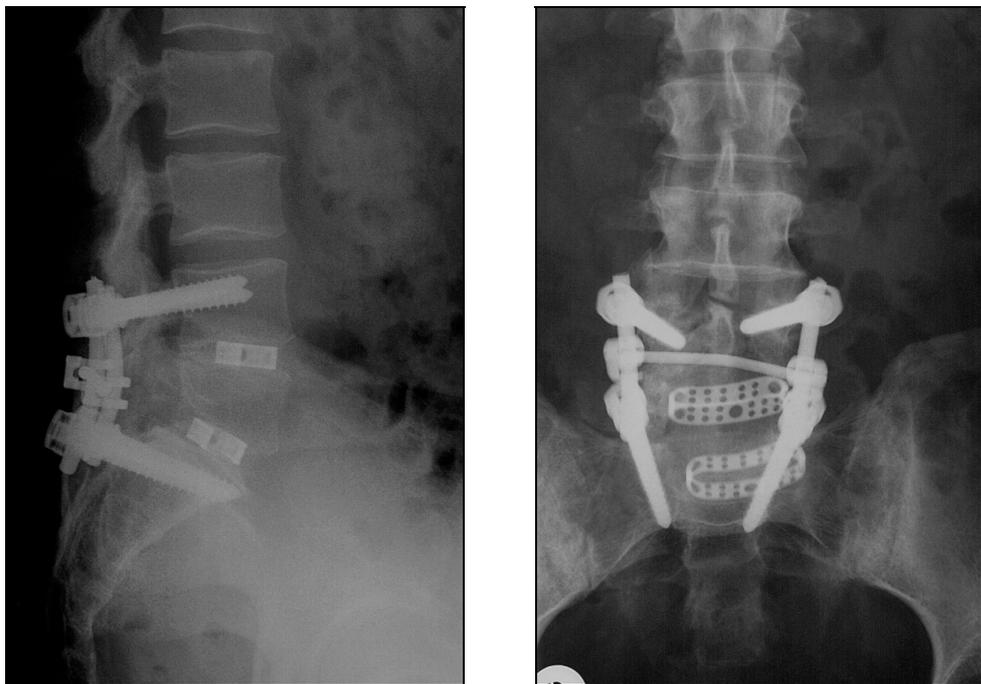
Postoperative Röntgenübersichtsaufnahmen der Wirbelsäule (2/ 2002) in zwei Ebenen
